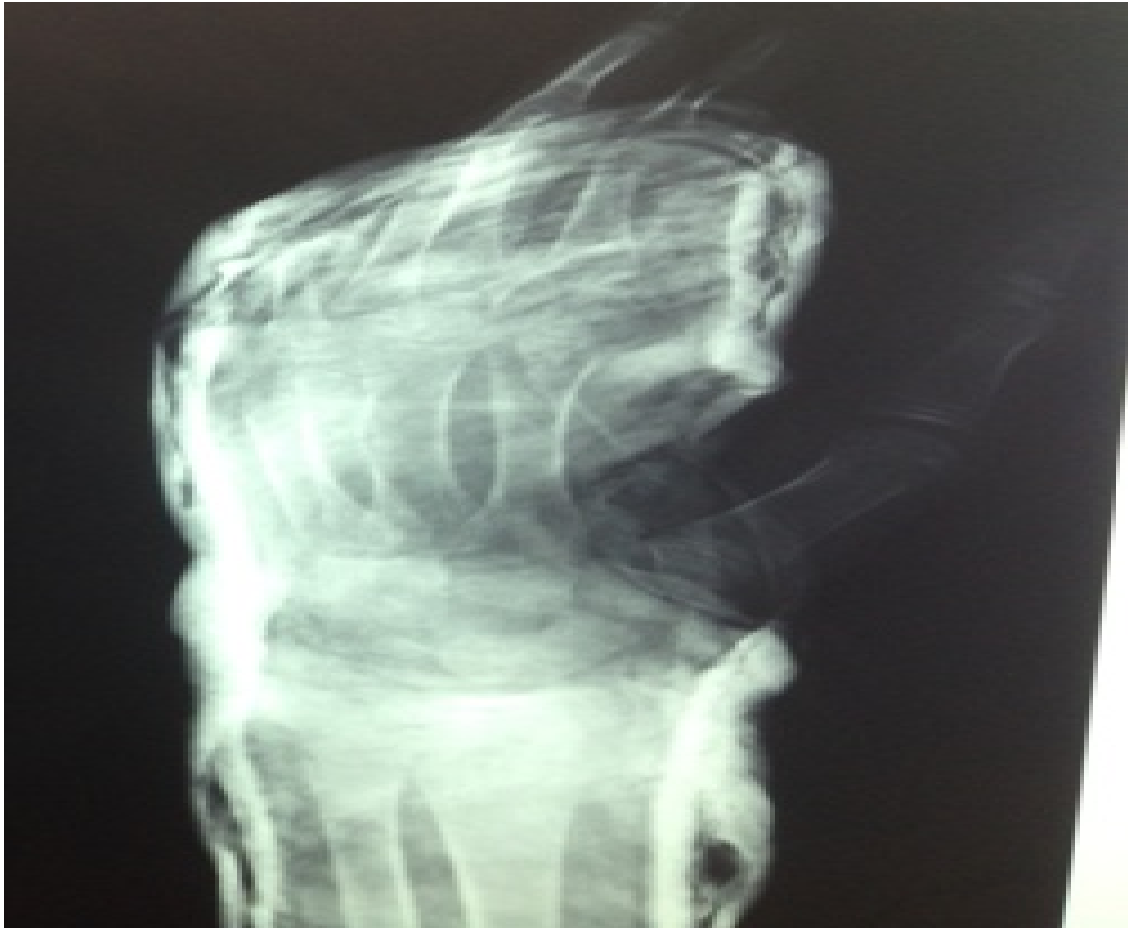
Radiographie en pronation $\frac{3}{4}$ de la main gauche objectivant un échec de la réduction de la fracture du col du 5 métacarpien avec persistance d'une angulation de 45° et immobilisation par gant plâtré
